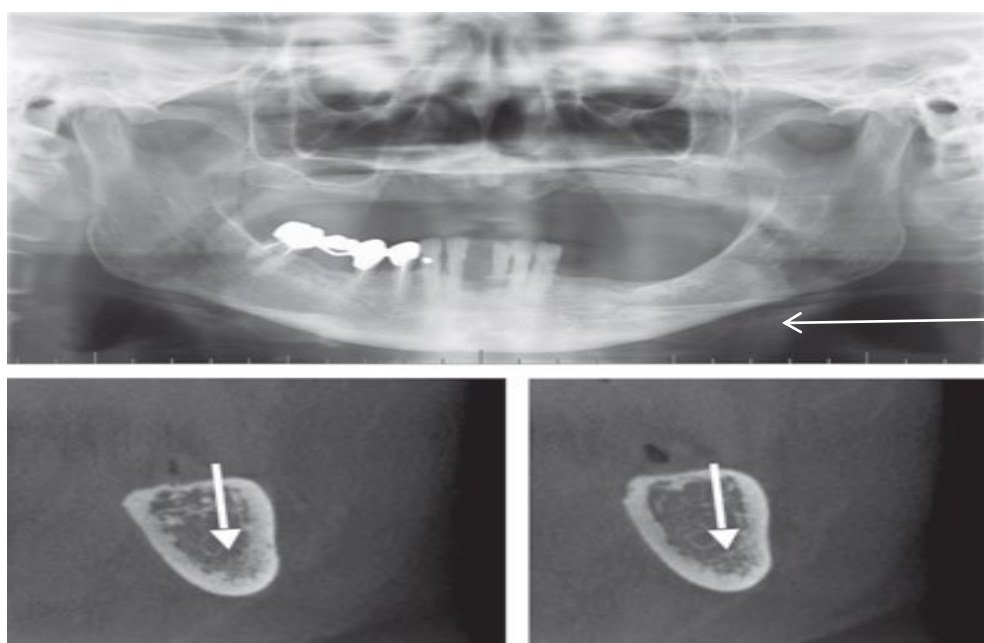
Ilustração de uma ortopantomografia onde existe projeção do osso hioide. Osso hioide(seta) (Taguchi, 2010).
